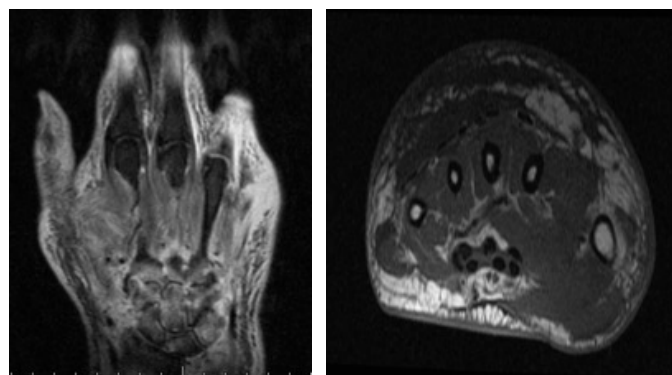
Ressonância Magnética corte coronal em T2 (A) e axial em T1 (B), evidenciando sinovite crônica.
